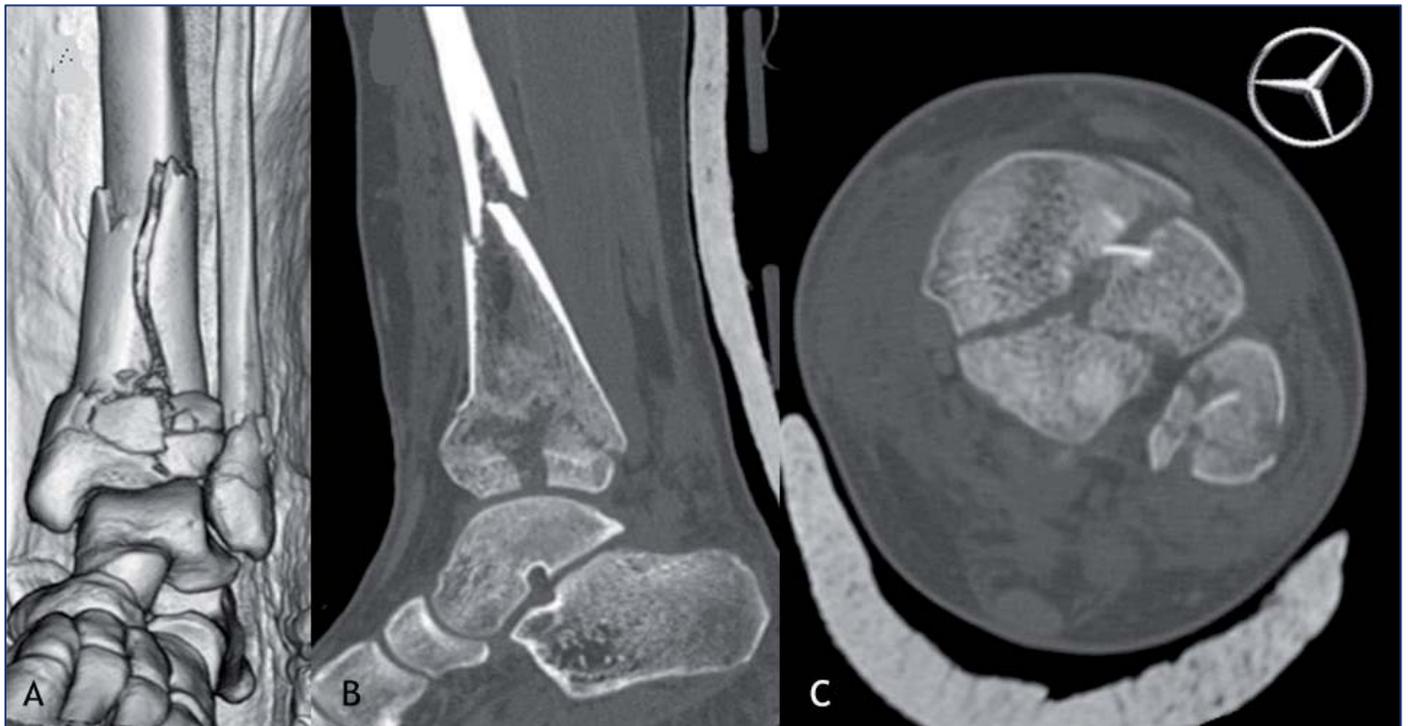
TC en las fracturas intraarticulares de tobillo permite visualizar el trazo de fractura y su desplazamiento: (A) reconstrucción 3-D, (B) corte sagital, (C) corte transversal con el clásico trazo de fractura en estrella de Mercedes Benz
